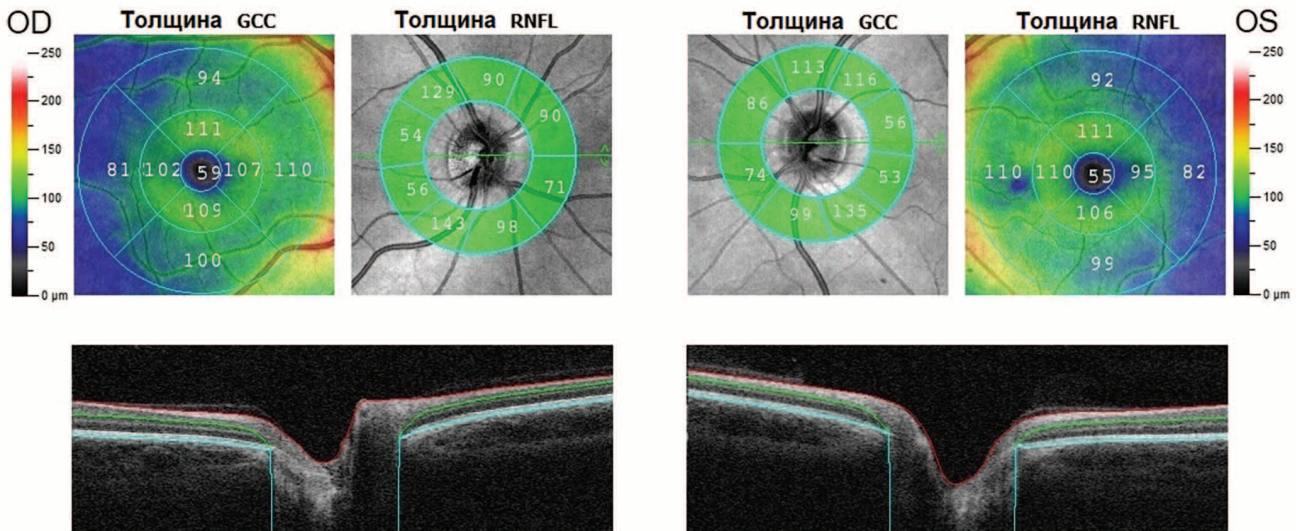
Данные оптической когерентной томографии сетчатки пациентки.
